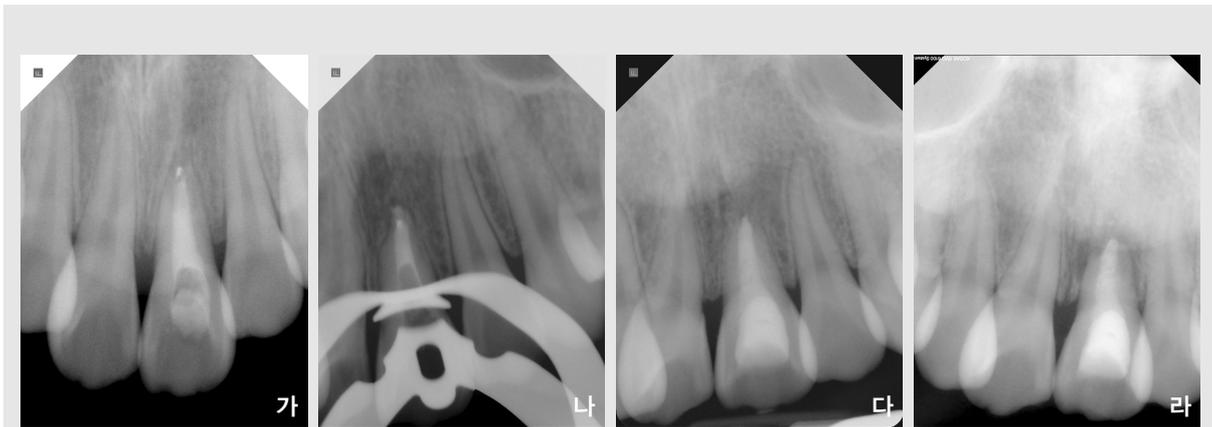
(가) 11세 여자 환자로, 2년 전 상악좌측 중절치 부위의 외상으로 인해 비타펙스를 이용한 치근단형성술을 받았다. (나) 비타펙스를 제거한 후 근관 세정을 더 실시한 후 mineral trioxide aggregates (MTA)를 사용하여 충전하였다. (다) 충전 후 27개월에 찍은 사진에서 완전히 치유된 정상적인 치근단 부위를 확인 할 수 있다. (라) 환자는 6개월 후 동통을 호소하며 다시 내원하였다. 방사선 사진에서 치근단 병소가 다시 나타난 것을 확인할 수 있으며, 치근단 수술을 통해 확인한 결과 치근 파절로 인한 병소가 나타난 것임을 알 수 있었다.
